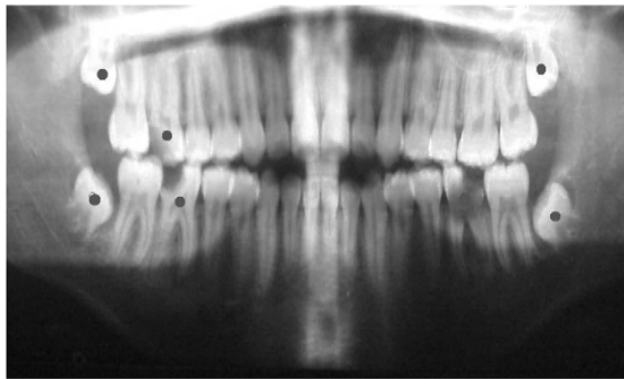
Radiografía panorámica con los dientes marcados para la extracción.<sup>2</sup>
